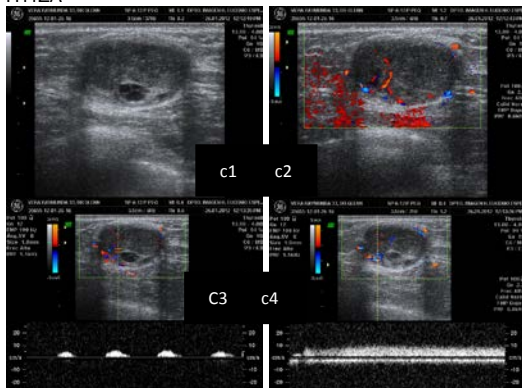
Ecografía (a)en Modo B y (b)en Doppler color . Imagen nodular, regular, heterogénea, vascularizada, alta resistencia, flujo venoso.
